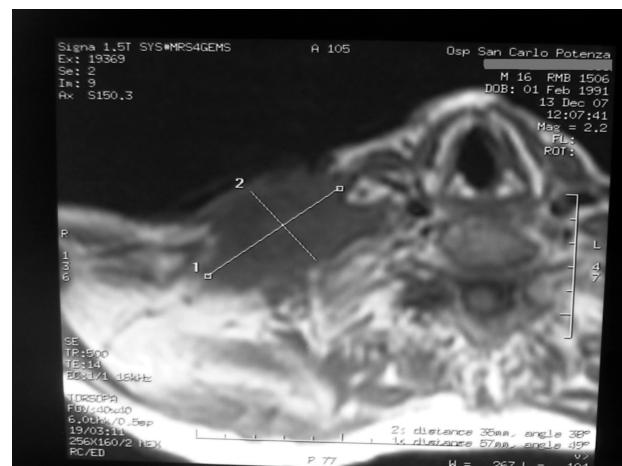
A-B - RM della spalla destra: infiltrazione del muscolo trapezio; conservazione dell'asse carotido-giugulare.
